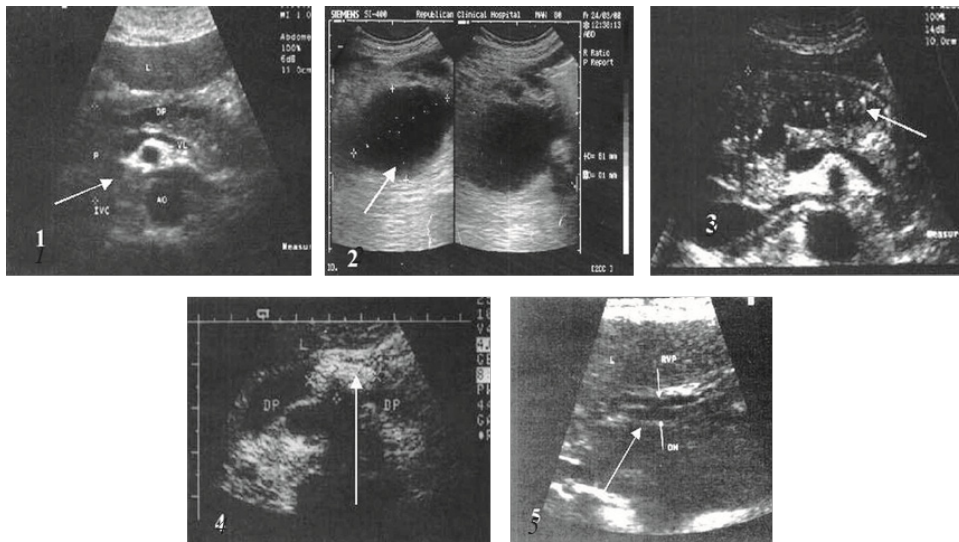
USG pancreasului (caz clinic prpriu).
